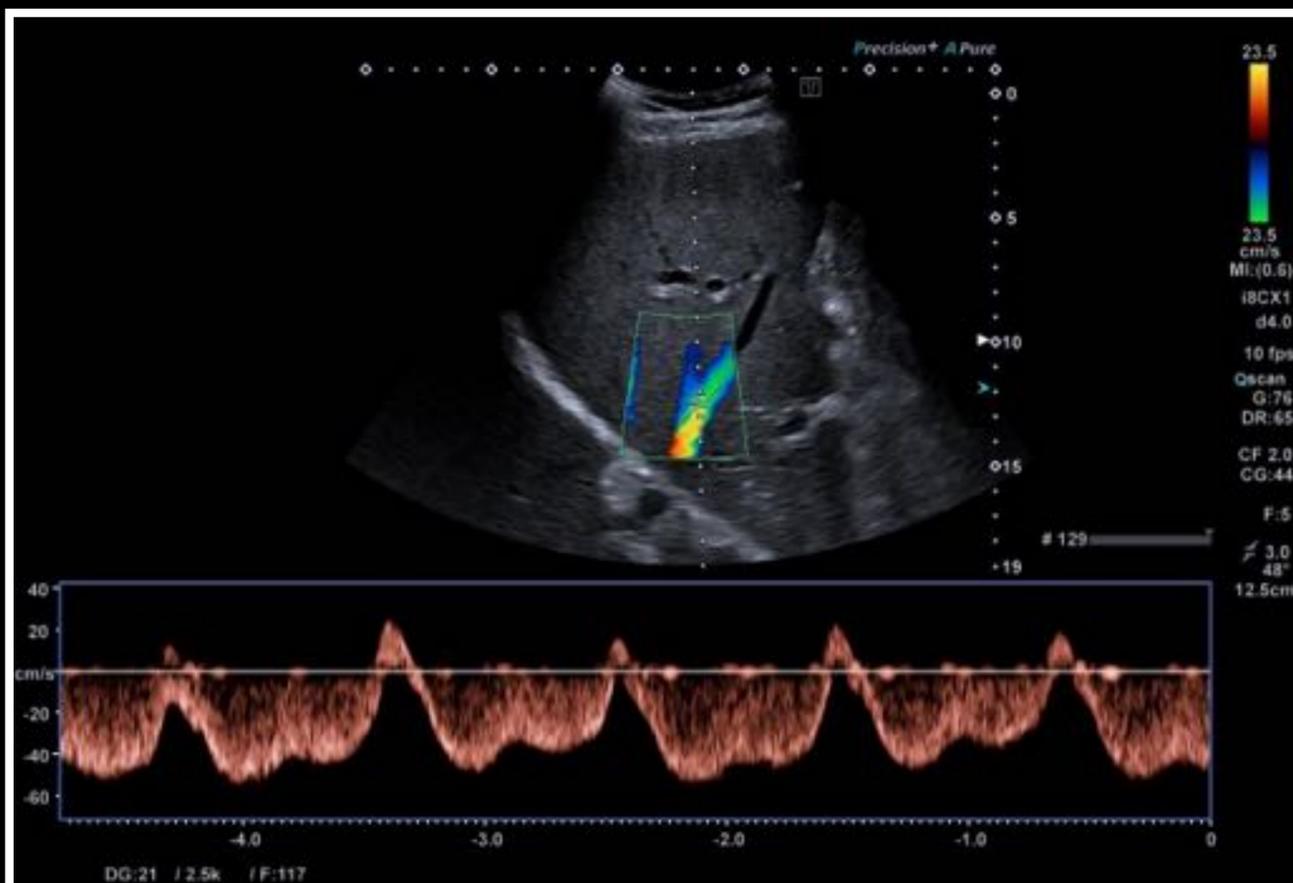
Estudio Doppler espectral que muestra flujo trifásico normal de venas suprahepáticas con onda S mayor que la onda D.
